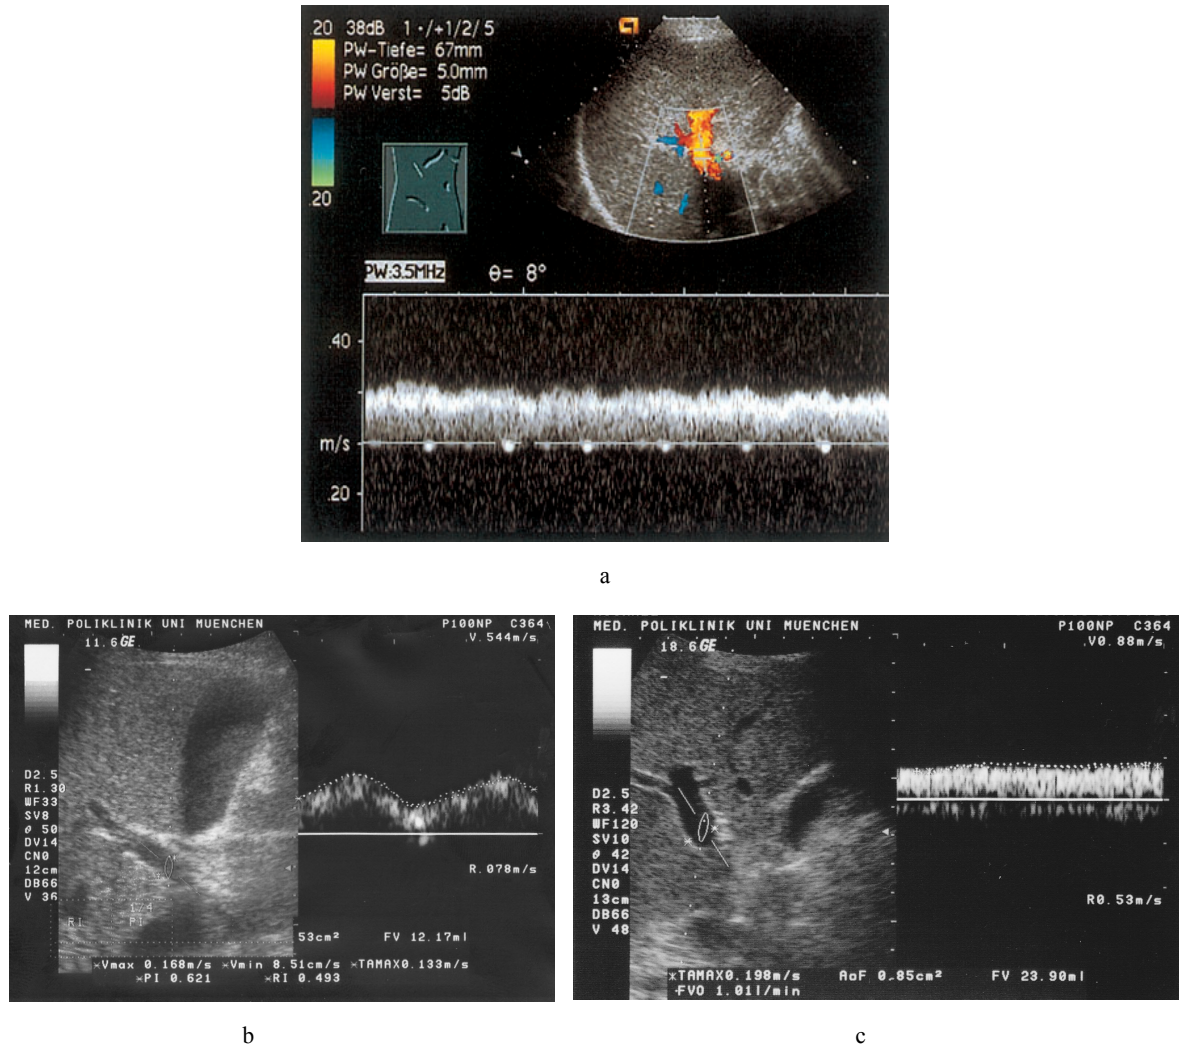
a) Regelrechter hepatozentraler Fluss in der V. portae beim Gesunden; Darstellung im Triplex-Mode (Farbkodiertes B-Bild und Dopplerspektrum) (aus Görg 2002)
